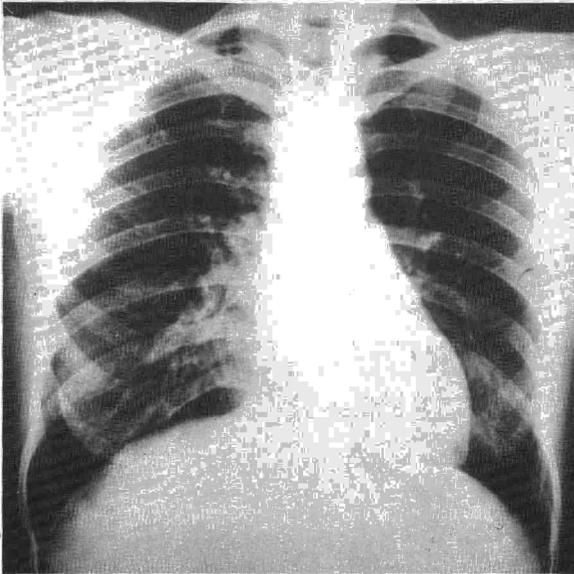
Radiografía de tórax en la que se puede apreciar una ocupación del vértice derecho.
